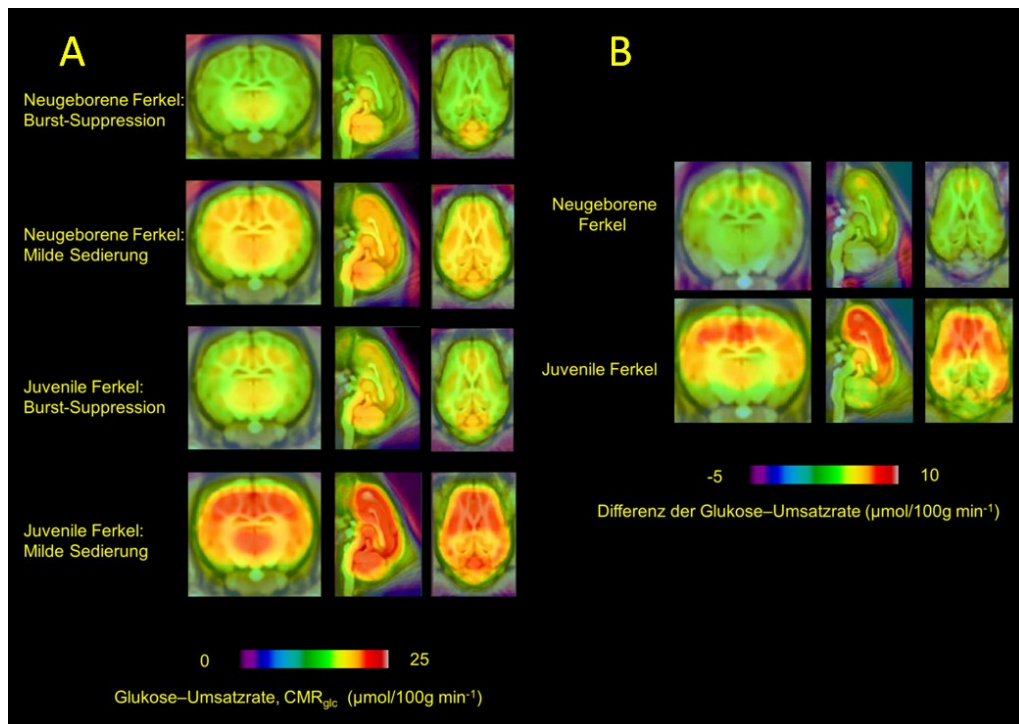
Parameter-Abbildungen (gemittelte Bilder) der Glukoseumsatzrate (bestimmt durch Positronen - Emissions - Tomographie [18F] und Fluorodeoxyglukose (FDG-PET)
